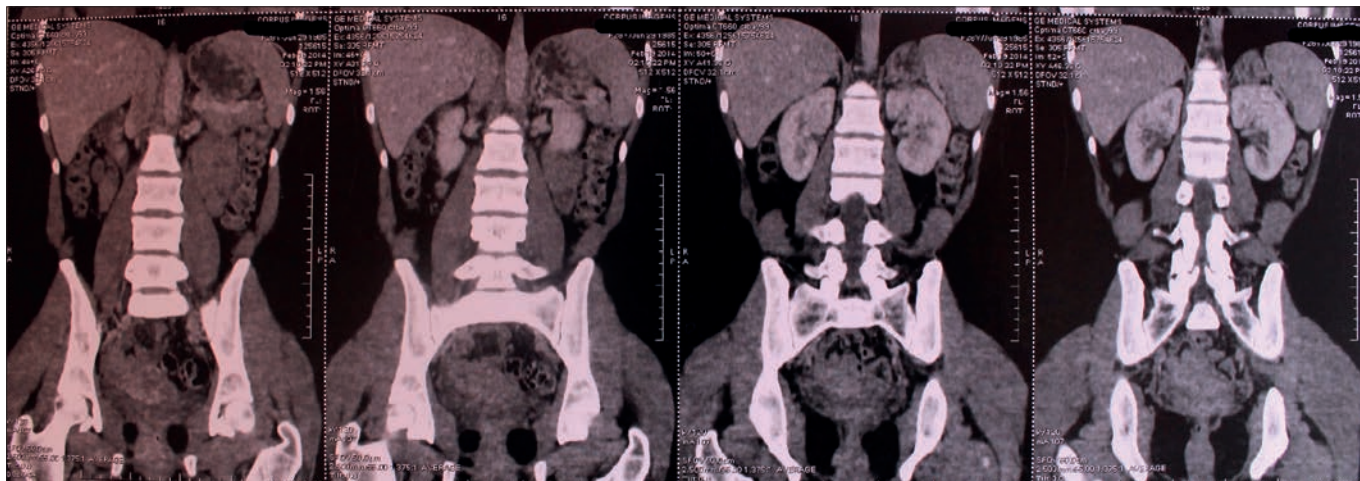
Tomografia computadorizada: Sequência de secção coronal
